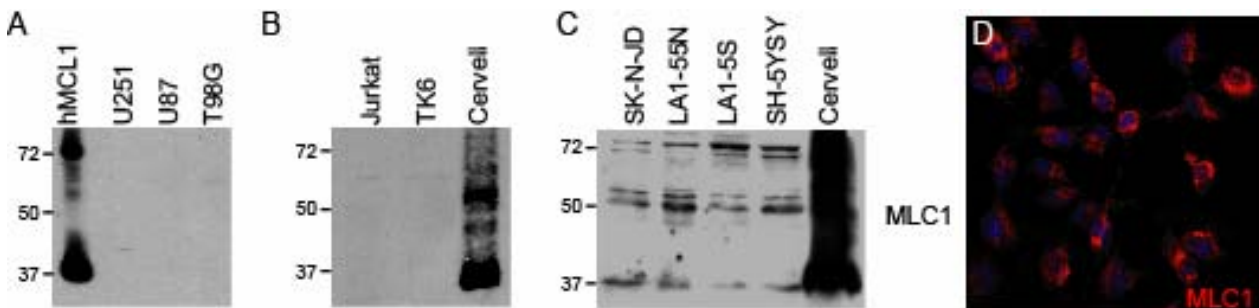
Estudi de l'expressió de MLC1 en diferents línies cel·lulars amb l'anticòs N4 (1:100). (A) MLC1 es detecta a cèl·lules HeLa transfectades amb el plàsmid que codifica per MLC1 humana, mentre que no es detecta cap banda a les línies U251, U87 i T98G. (B) Tampoc es detecta la proteïna a la línia Jurkat ni a la TK6 (cervell humà com a control), i (C) en les línies SK-N-JD, LA1-55N, LA1-5S i SH-5YSY es detecten unes bandes a ~37, 50 i 70 kDa amb una baixa intensitat en comparació amb el control (cervell). (D) Immunocitoquímica del cultiu cel·lular U251 on es detecta la proteïna MLC1 (en vermell) amb l'anticòs N4 (1:100) i nuclis (en blau) tenyits amb Dapi.
